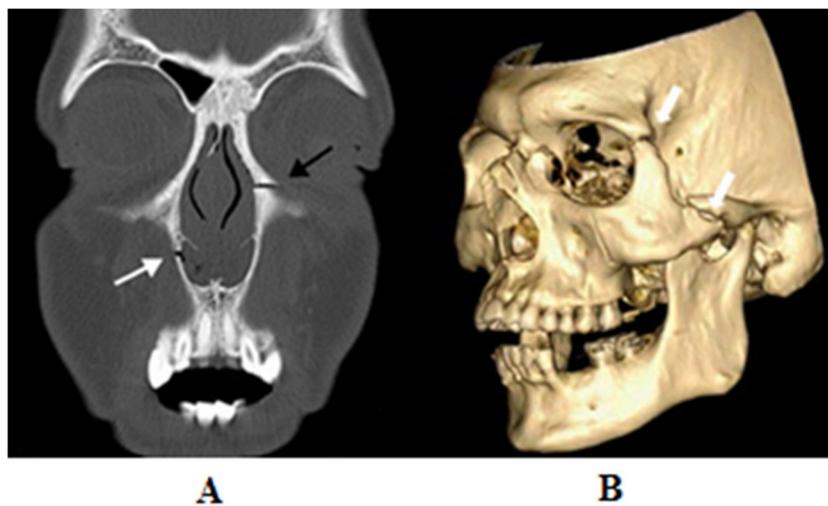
Imagens de Tomografia computadorizada de pacientes com fratura dos ossos maxilares. A imagem (A) ilustra duas fraturas do tipo Le Fort I (seta branca) e II (seta preta). A imagem (B) corresponde a uma reconstrução tridimensional de TC e ilustra uma fratura do tipo Le Fort III (como sinalizado pelas setas).
